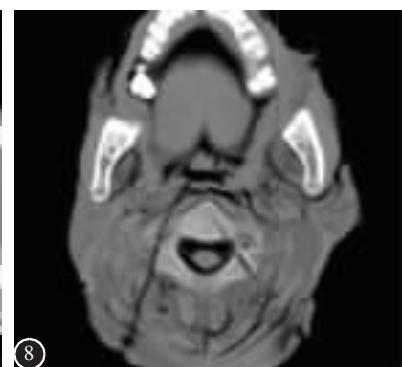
置钉后 CT 复查示左侧枢椎椎弓根螺钉方向精确,避开了脊髓和椎动脉,走行在侧块和椎弓根内;右侧钉道轨迹出现偏差,向外侧横突孔方向突破
